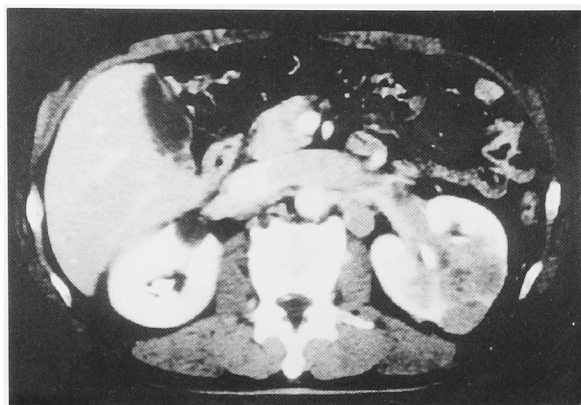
Abdominal CT scan demonstrated an isodensity tumor with tumor extension into the left renal vein and inferior vena cava and the regional lymph node swelling.
